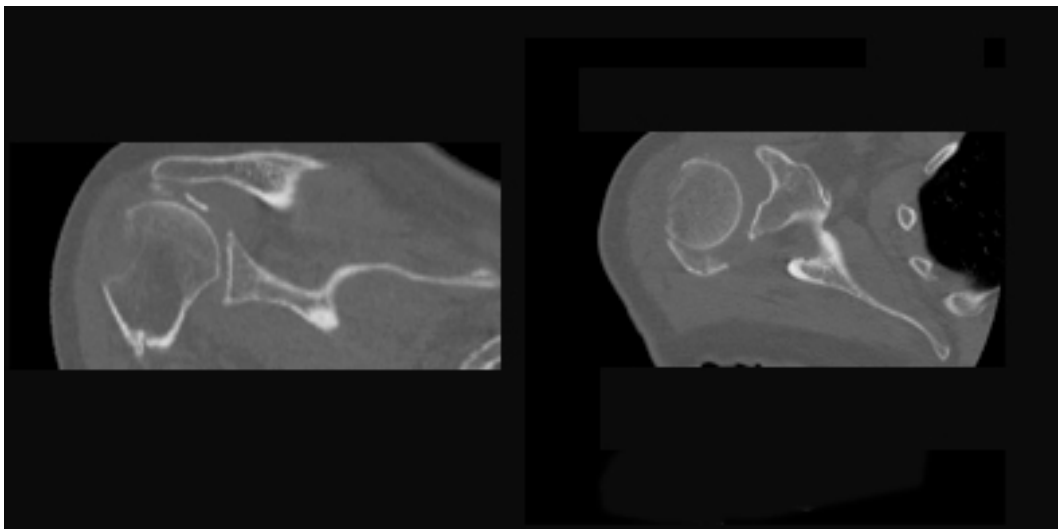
bis. Visions coronal i axial de la TC d'una fractura en 2pTG
